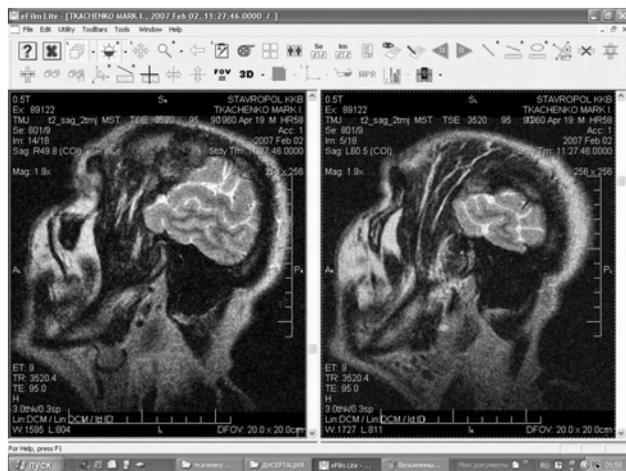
МРТ головы пациента Тк-о (1954). МРТ — срезы височно-нижнечелюстного сустава с величиной шага 2 мм
